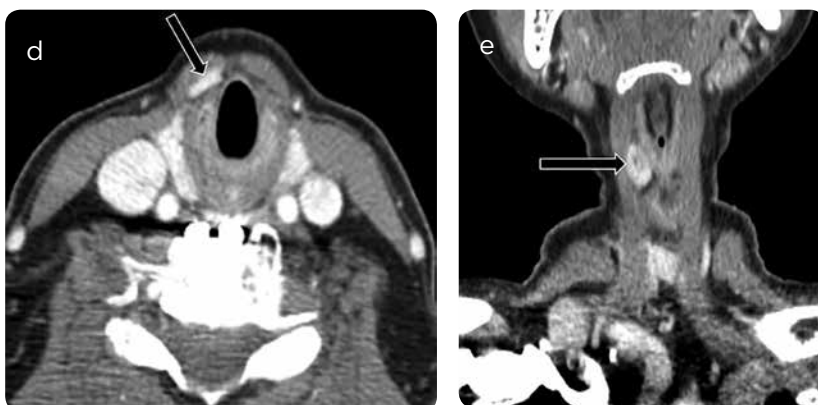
Adenoma paratiroides dentro de los músculos infrahioides o "Strap muscles". a) TC axial y b) coronal poscontraste muestran un adenoma paratiroides derecho dentro de los músculos "strap" localizados ventralmente, y probablemente una glándula inferior. La hipoatenuación central es una característica común del adenoma paratiroides en la TC.
